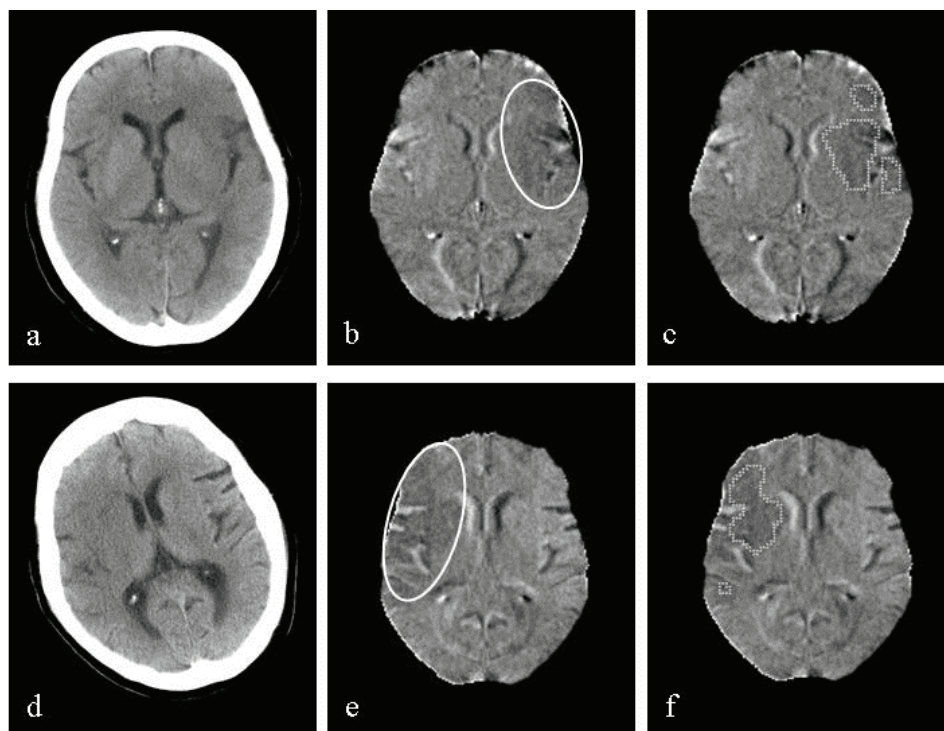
正確に検出された超急性期脳梗塞を伴う 2 症例. (a), (d) 脳 CT 画像, (b), (e) 対側性体積差分データ (実線: 虚血領域), (c), (f) CAD 出力画像 (点線: 検出された超急性期脳梗塞陰影).
